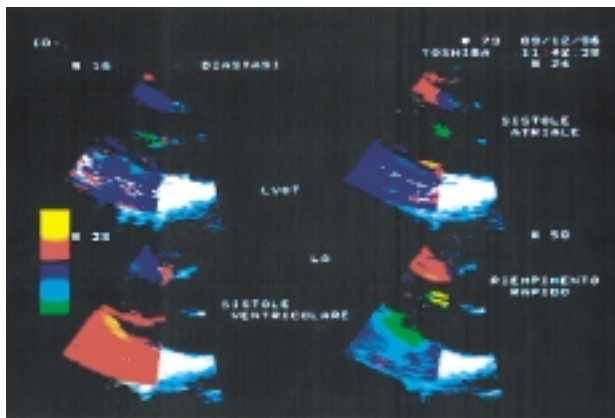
Asse lungo parasternale in modalità TD bidimensionale. Esempio delle variazioni di colore durante le quattro principali fasi di un ciclo cardiaco. LA = atrio sinistro; LVOT = tratto di efflusso ventricolare sinistro.
